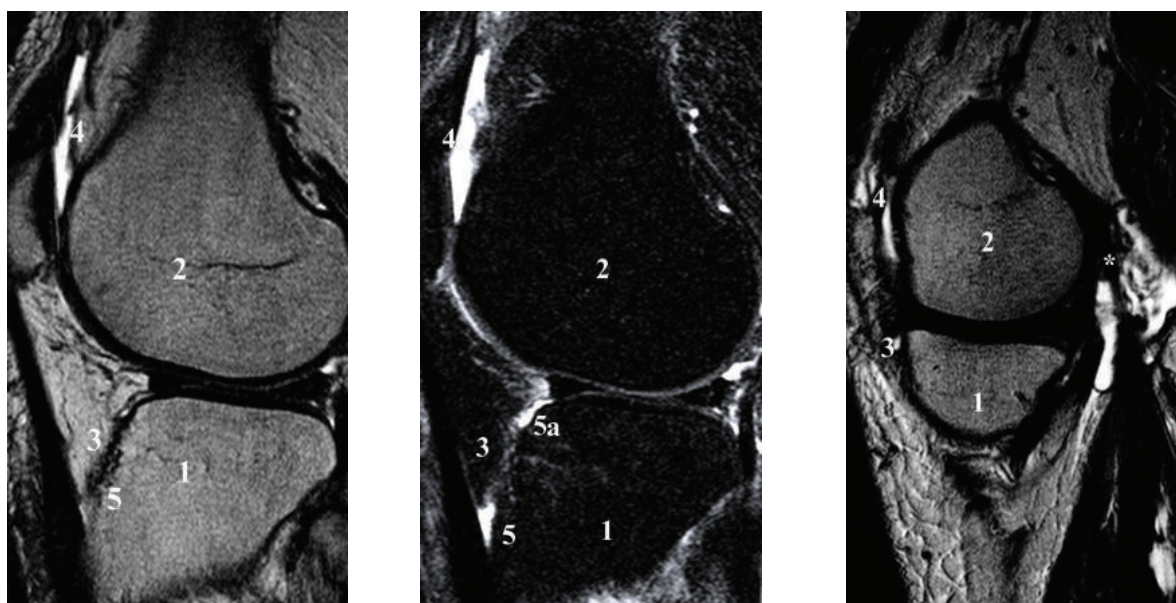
Визуализация поражения коленного сустава у пациента Б. с реактивным артритом методом МРТ в режиме T2 и T2 STIR (с подавлением сигнала жировой ткани):
